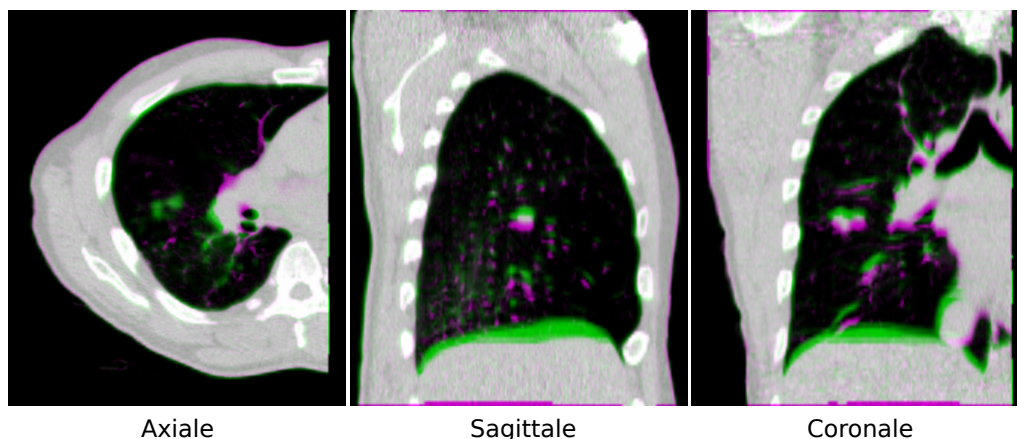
Superposition des coupes axiale, sagittale et coronale de l'image TDM 3D de la position moyenne sur la phase de fin d'inspiration du TDM 4D. Le vert (respectivement le violet) correspond à une sur-estimation (respectivement sous-estimation) en terme de niveau de gris de l'image de la position moyenne (respectivement l'image de la fin d'inspiration du TDM 3D). L'image TDM 3D est utilisée comme image de référence pour le calcul du champ spatio-temporel de déformation
